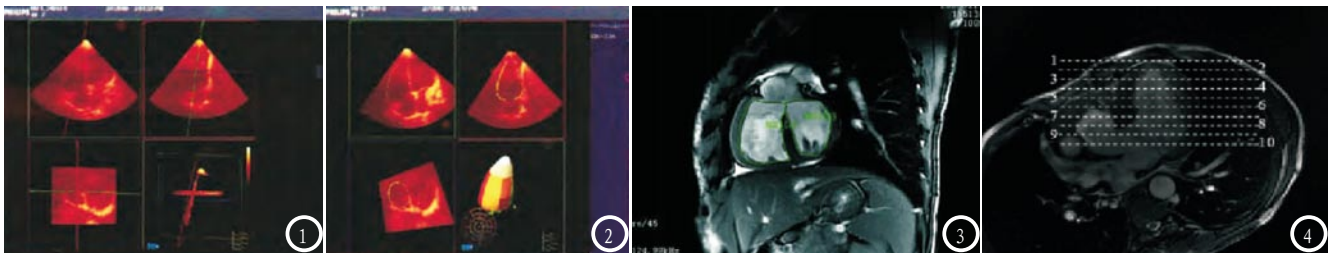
RT-3DE检测患者右心室。图1 为3个正交平面(包括心尖四腔观、短轴观以及两腔观); 图2 为描记心内膜, 并且整合为“金字塔”图。图3-4 MRI检查心室功能。图3 为MRI检查室短轴面对左心室与右心室收缩功能具体分析图片; 图4 为心尖四腔平面对左心室与右心室收缩功能具体分析图。
